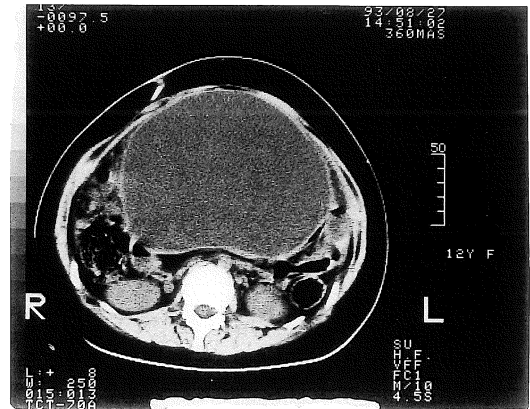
CT showing the presence of a large cyst extending from the immediately just upper region of the urinary bladder to a fairly upper region of beyond the umbilicus. Its internal density is homogeneous and shows no signs of calcification.
